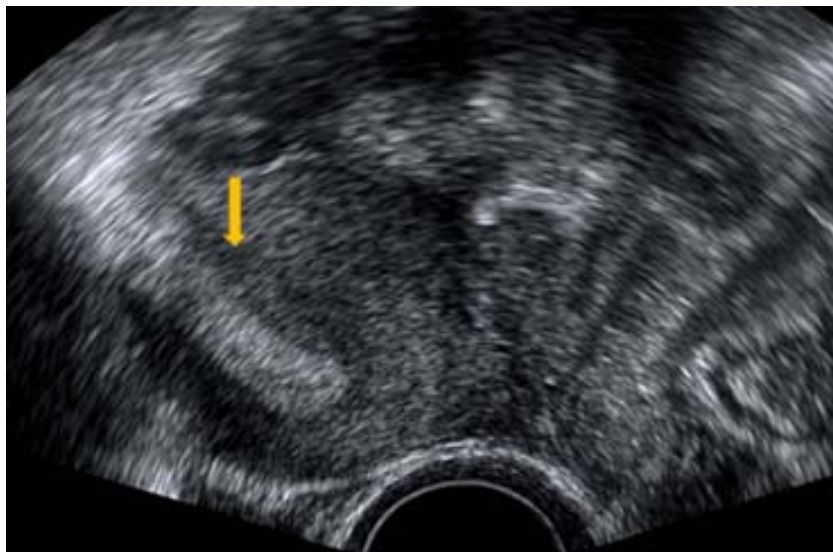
Ecografía convencional que muestra un corte transversal uterino a nivel craneal. Se observa endometrio desplazado hacia la derecha (flecha). Se sospechó útero unicorne. La ecografía 3D reveló una morfología cavitaria en T.
